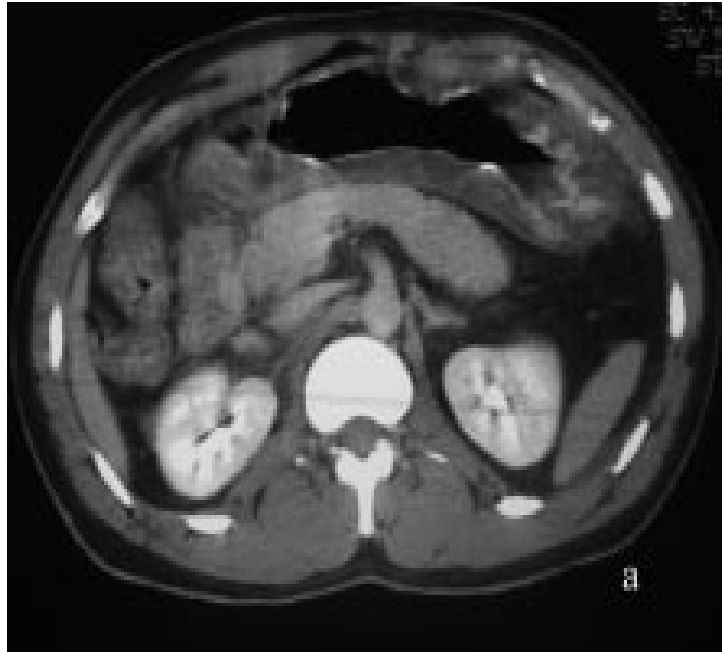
TDM abdominale injectée: discret épaissement pariétal diffus de l'estomac, rehaussement pariétal gastrique faible, élargissement inter plis gastrique (Lymphome de MALT à petites cellules de bas grade de malignité).
